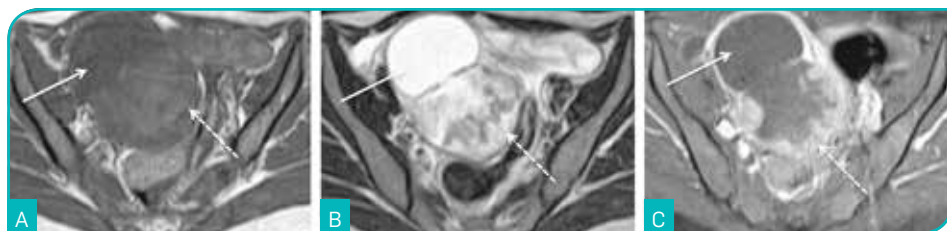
Carcinoma endometrióide do ovário direito numa mulher de 43 anos. Imagens de RM ponderadas em T1 no plano axial (A), em T2 no plano axial (B) e em T1 com saturação de gordura após a administração de gadolínio no plano axial (C). Identifica-se volumosa lesão tumoral predominantemente quística do ovário direito, observando-se espessamento parietal sob a forma de vegetações e excrescências sólidas. O componente quístico desta lesão apresenta-se hipointenso em T1 (A), hiperintenso em T2 (B) e hipointenso na sequência com saturação de gordura (C) (setas). Já os componentes sólidos apresentam hipossinal na sequência ponderada em T1 (A), sinal intermédio na sequência ponderada em T2 (B) e captam avidamente gadolínio (C) (setas tracejadas). Existe necrose central.
